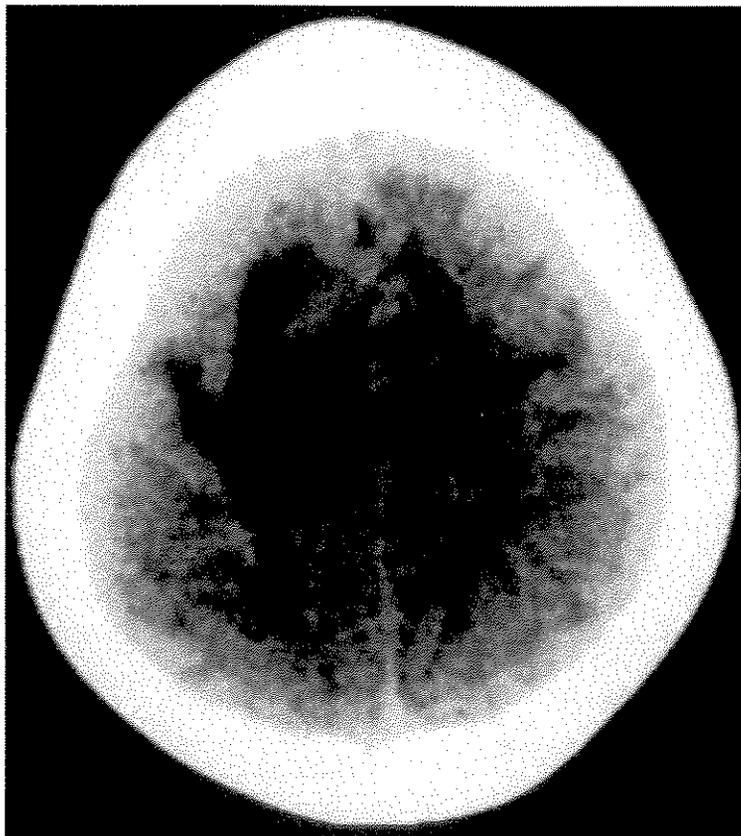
Sujeito 2 ADP TC do crânio em 21/09/1994, paciente acometido por DCVI aos 4 anos e 11 meses de idade.
